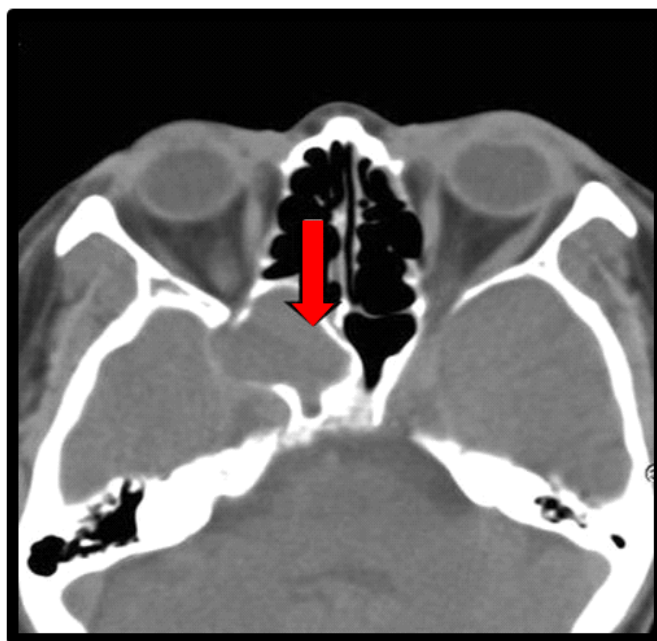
TDM faciale en coupe axiale montrant une mucocèle sphénoïdale droite (flèche) comprimant le nerf optique [10].
